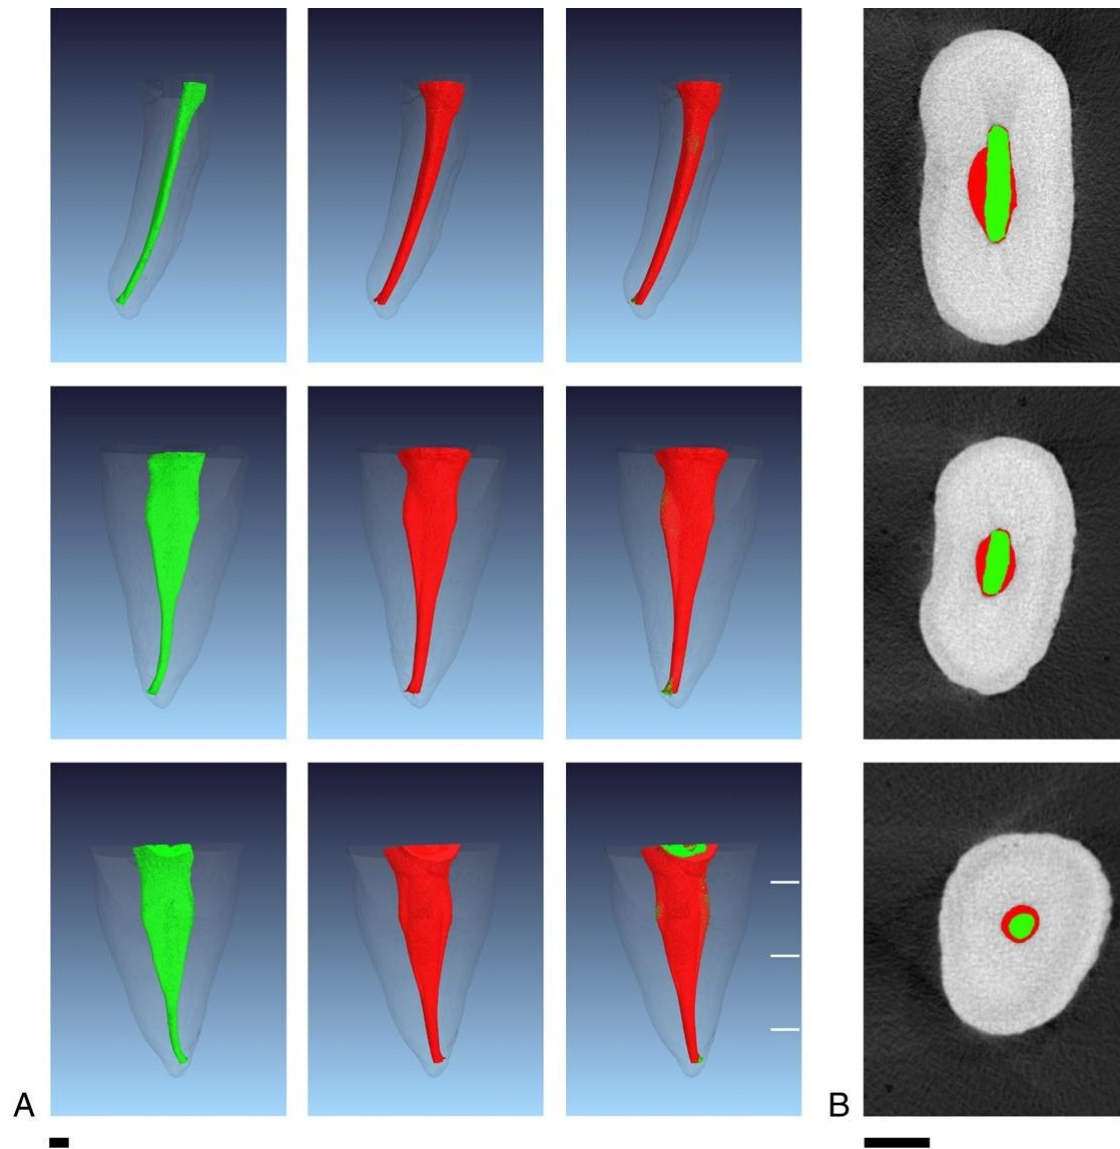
Données venant du micro-CT. La colonne de gauche représente les canaux distaux de molaires mandibulaires avant préparation. Les deux colonnes du milieu représentent les données après préparation (en rouge). La colonne de droite représente les coupes transversales. On notera que la zone non préparée du canal est complètement prise dans la zone préparée.
